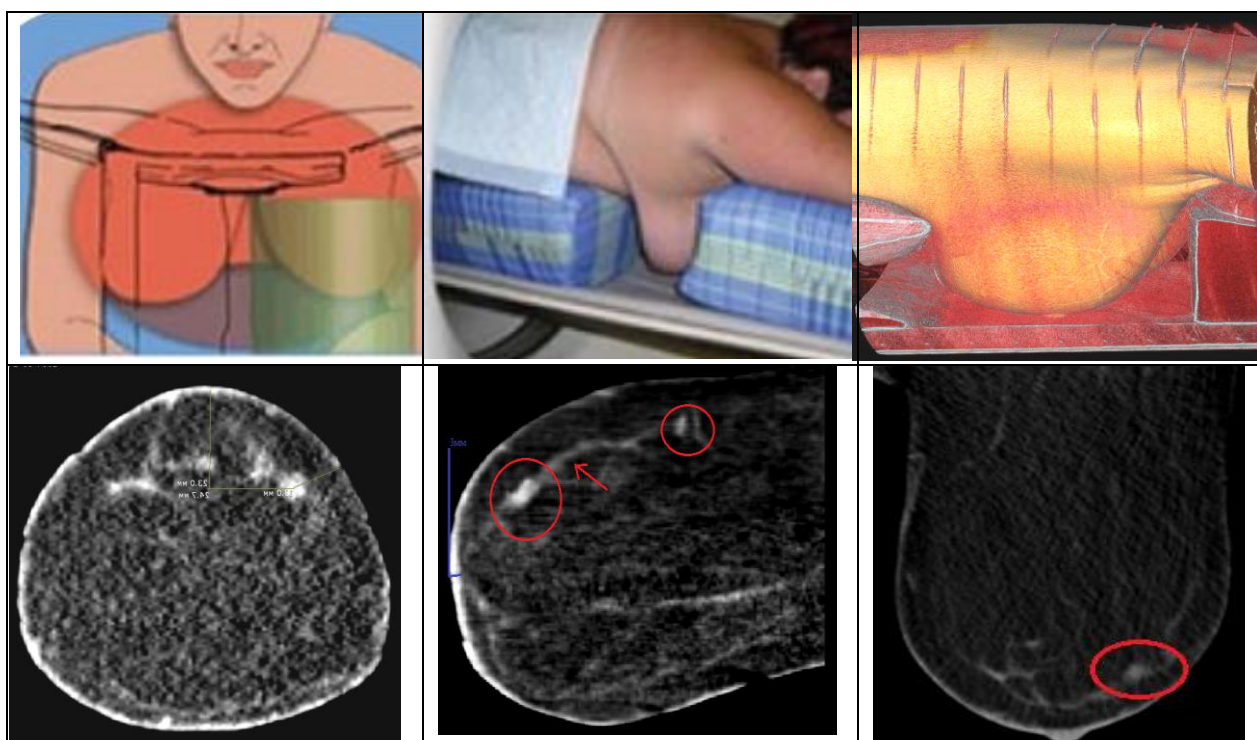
Этапы выполнения МСКТ – МГ (С.К. Терновой, А.Б. Абдураимов, 2005 г.)
